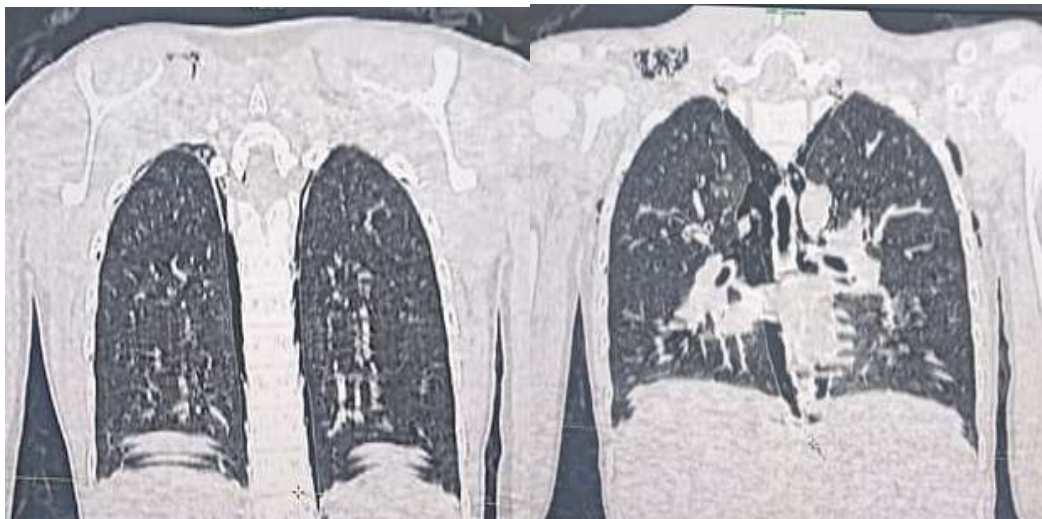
TDM en reconstruction sagittale montrant un pneumomédiastin de grande abondance et emphysème sous cutanée.
